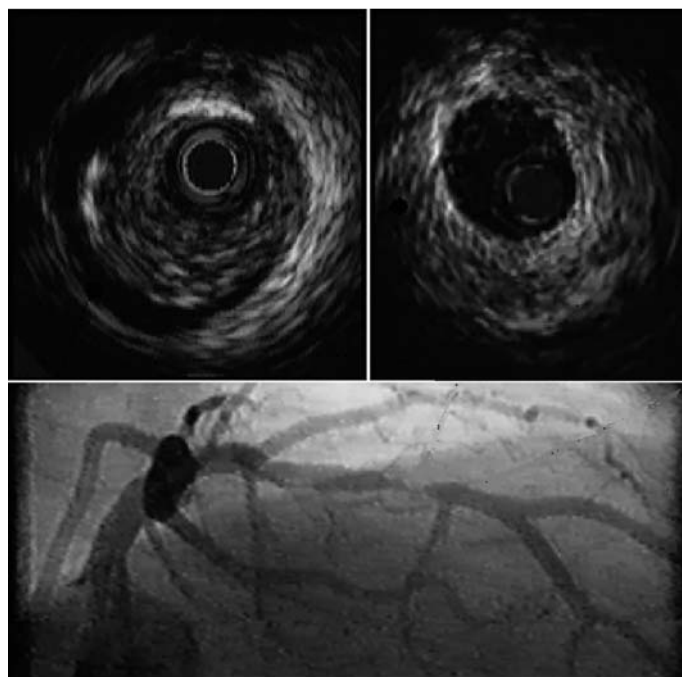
Esempio di rimodellamento positivo della parete vasale. L'immagine angiografica (riquadro in basso) rivela una stenosi di grado importante nel tratto medio dell'arteria discendente anteriore. L'immagine ultrasonografica ottenuta a livello della lesione (riquadro in alto a sinistra) evidenzia una placca aterosclerotica che riduce il lume vasale in modo marcato. Si apprezza inoltre una notevole dilatazione dell'area sottesa dall'area avventiziale (frecce) rispetto a quella rilevabile nel segmento di riferimento distale (frecce nel riquadro in alto a destra).
